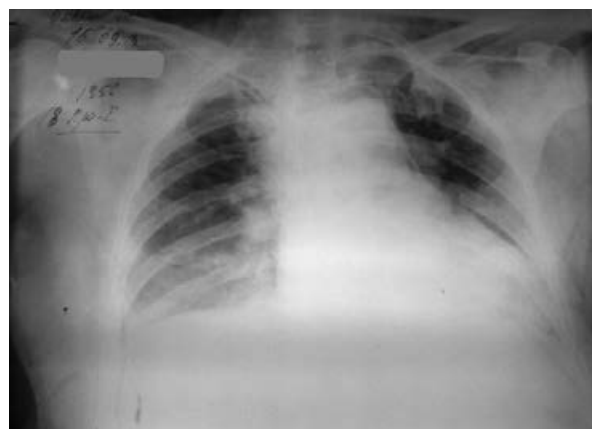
Обзорная рентгенограмма на следующий день после перфорации. Воздух в средостении, подкожной клетчатке грудной стенки
